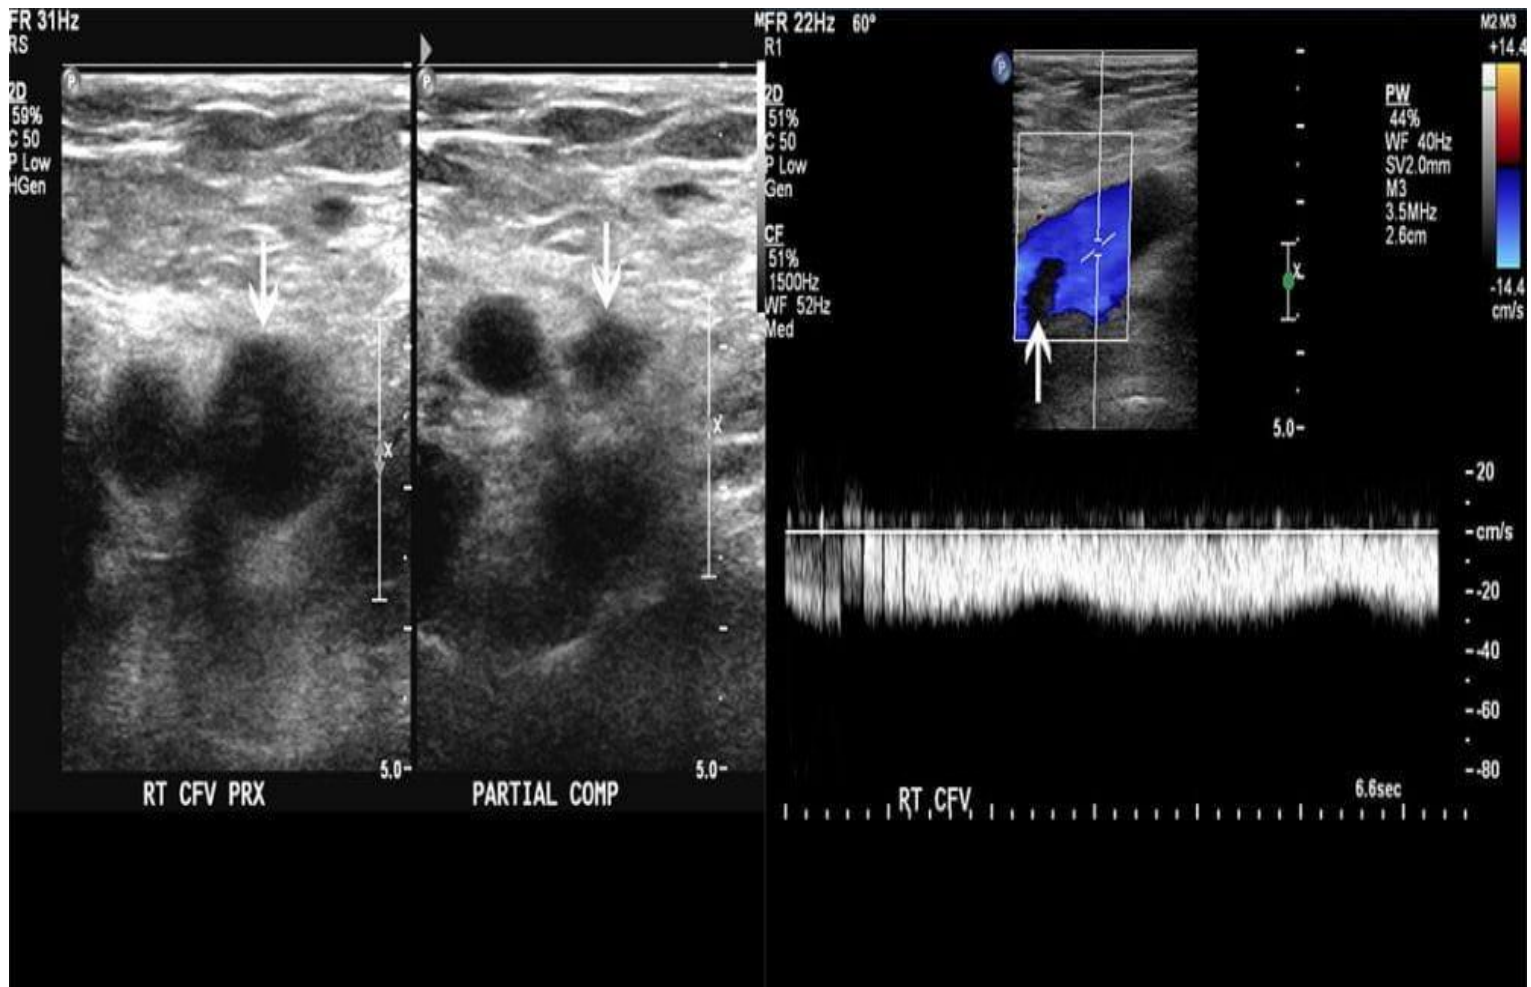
Image d'une échographie-Doppler d'un vaisseau possiblement thrombosé (47).
